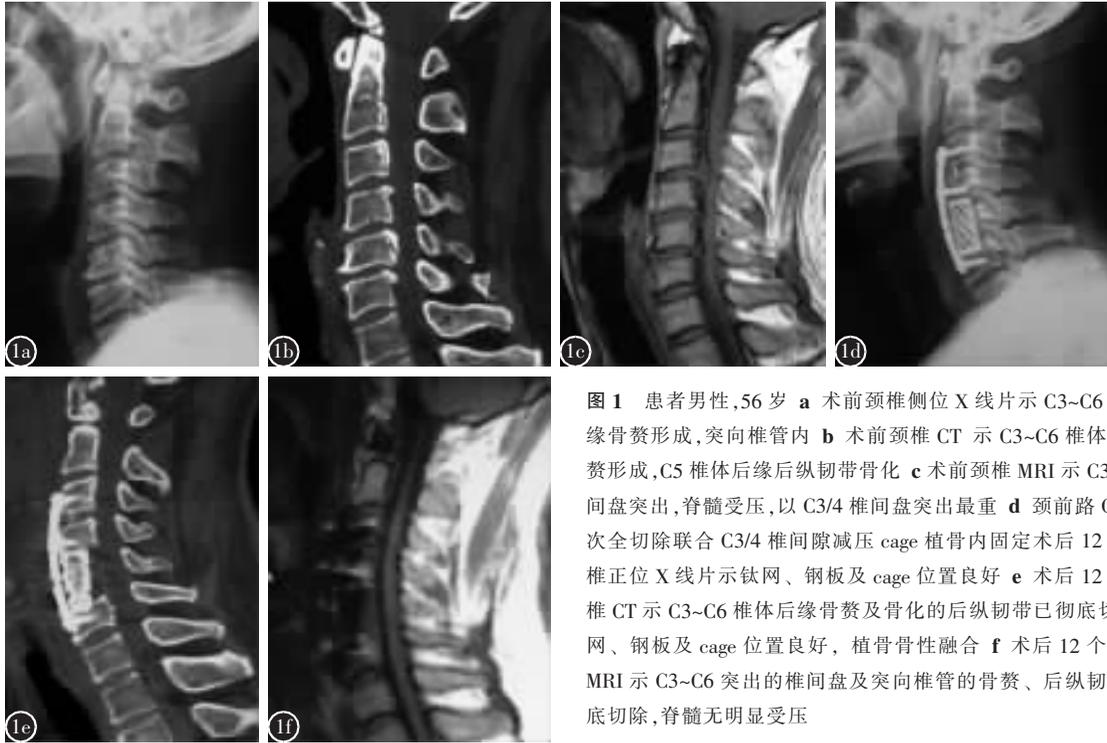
患者男性,56 岁 a 术前颈椎侧位 X 线片示 C3~C6 椎体后缘骨赘形成,突向椎管内 b 术前颈椎 CT 示 C3~C6 椎体后缘骨赘形成,C5 椎体后缘后纵韧带骨化 c 术前颈椎 MRI 示 C3~C6 椎间盘突出,脊髓受压,以 C3/4 椎间盘突出最重 d 前路 C5 椎体次全切除联合 C3/4 椎间隙减压 cage 植骨内固定术后 12 个月颈椎正位 X 线片示钛网、钢板及 cage 位置良好 e 术后 12 个月颈椎 CT 示 C3~C6 椎体后缘骨赘及骨化的后纵韧带已彻底切除,钛网、钢板及 cage 位置良好,植骨骨性融合 f 术后 12 个月颈椎 MRI 示 C3~C6 突出的椎间盘及突向椎管的骨赘、后纵韧带已彻底切除,脊髓无明显受压
